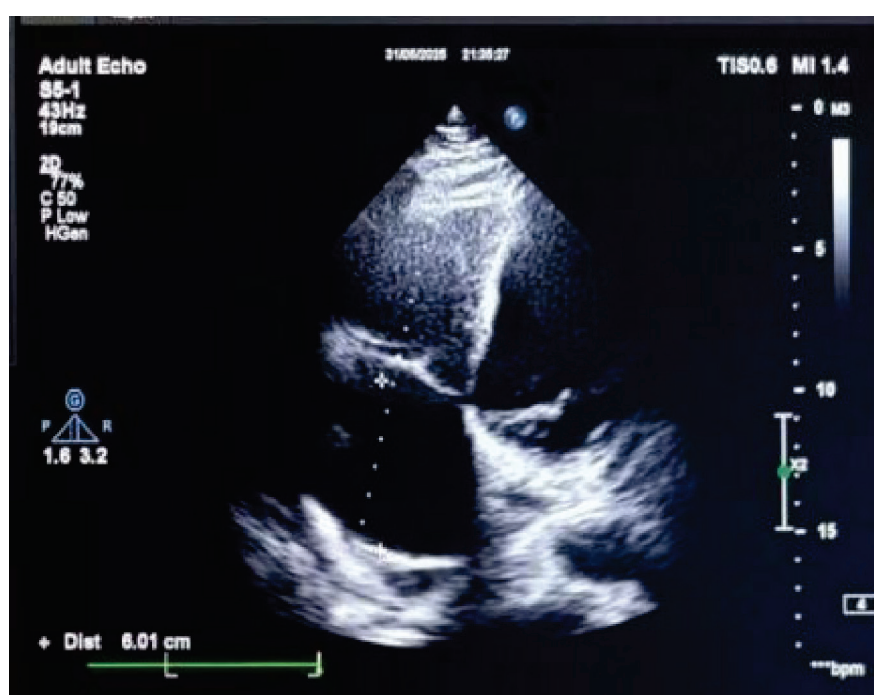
Эхокардиография (после лечения): отсутствие тромба в полости правого предсердия
